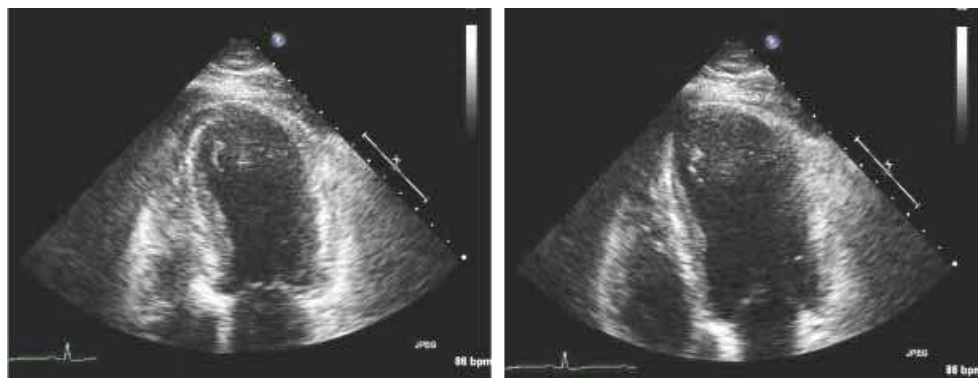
Трансторакальная эхокардиография при кардиомиопатии такотсубо во время систолы (слева) и диастолы (справа) [20].
